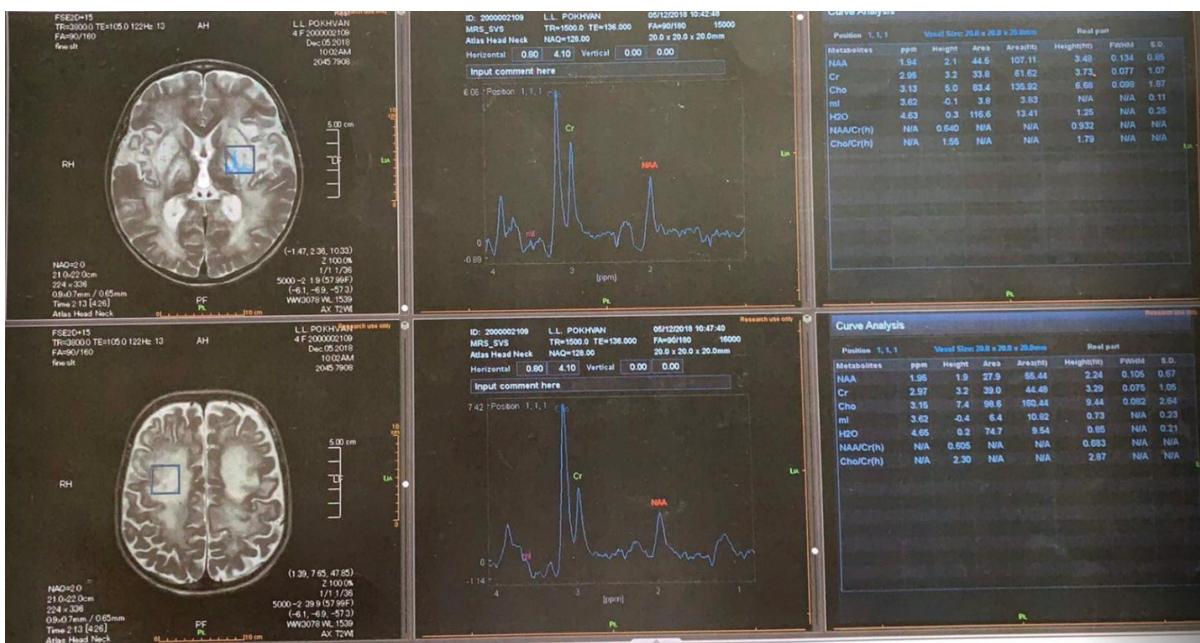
Depiction of MRI main findings of the brain (patient D)
